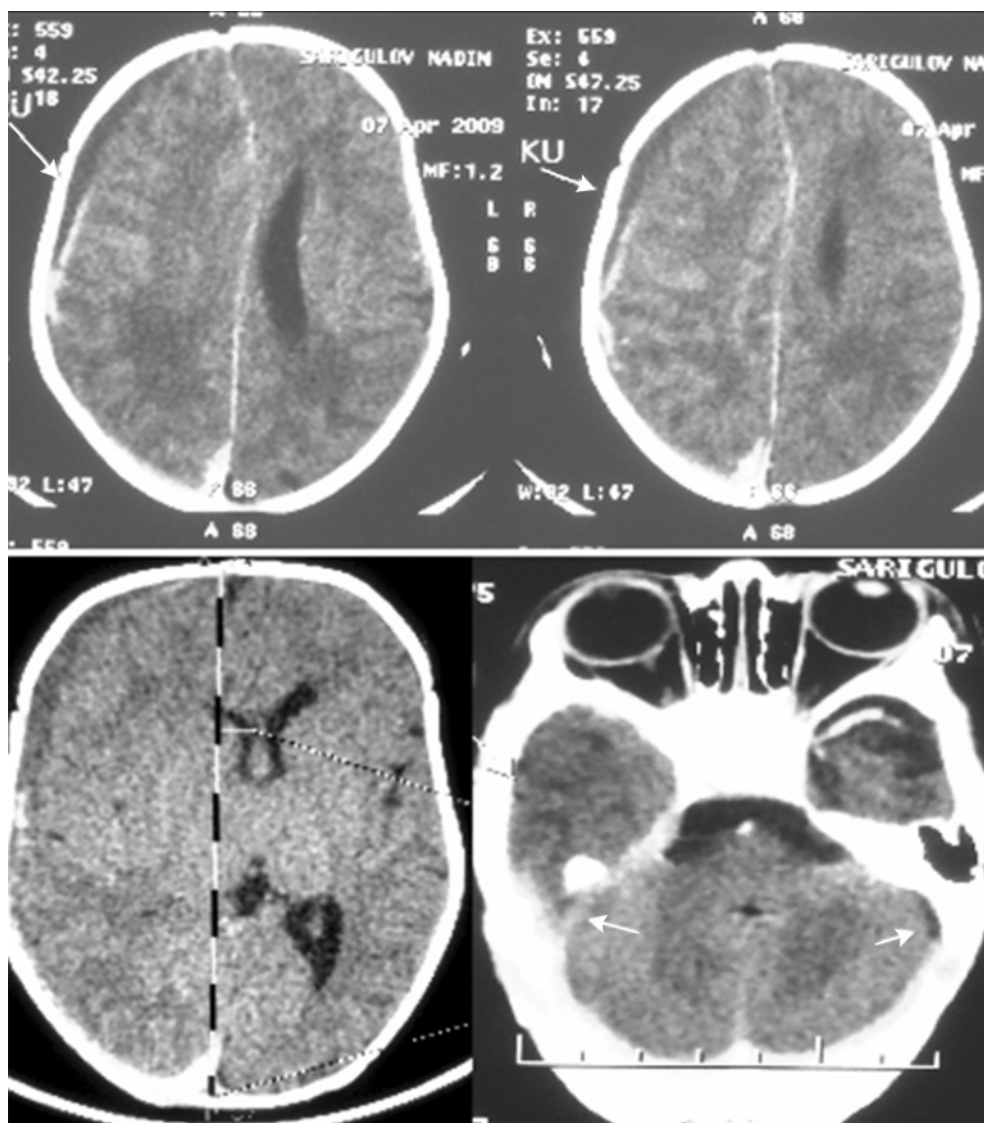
КТ. Острая плоская правосторонняя субдуральная гематома. Плоская правосторонняя хроническая субдуральная гематома. Отек правого полушария мозга со смещением срединных структур. Тромбоз правого латерального синуса.
